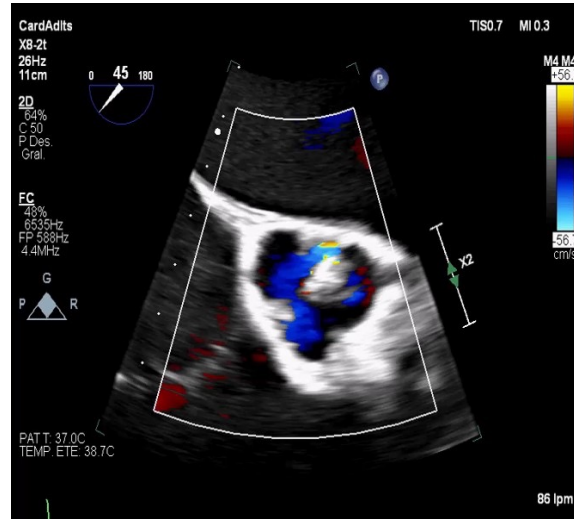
Vista Grandes Vasos en un Ecocardiograma Transesofágico.
